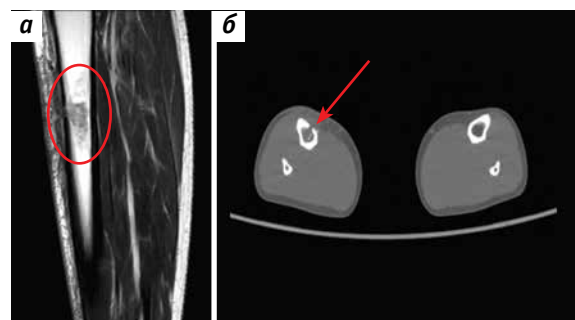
Рентгеновская компьютерная томография правой большеберцовой кости перед операцией: а – боковая проекция; б – аксиальная проекция
